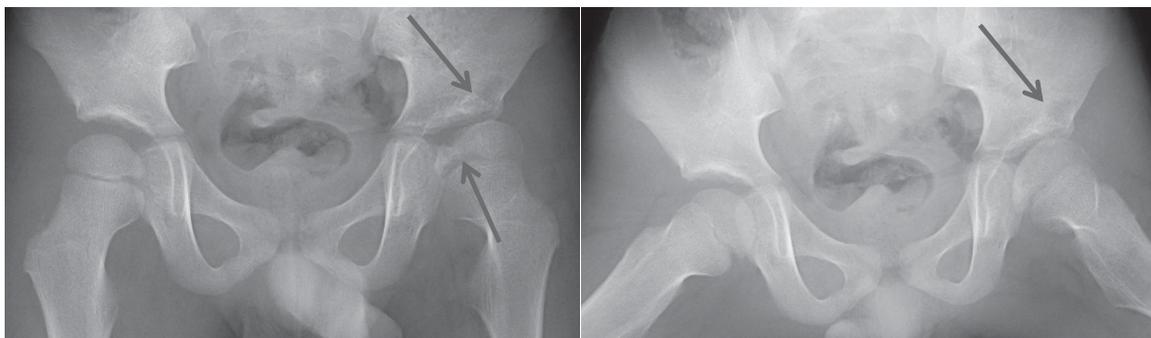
4か月後単純X線(左:正面像, 右:最大外転外旋位像)
